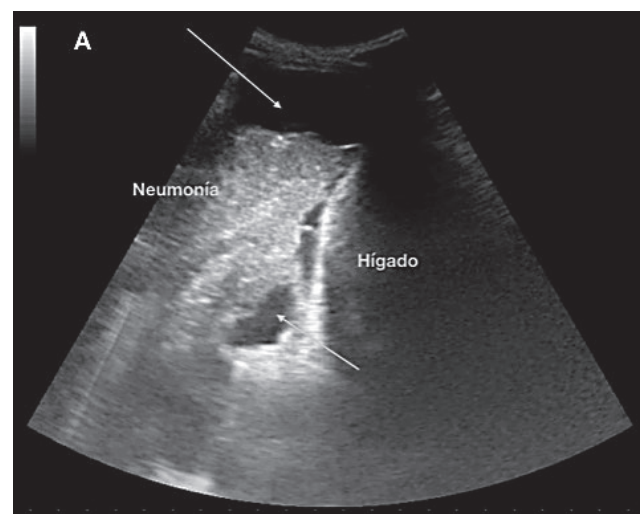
A) Ecografía pulmonar de paciente con neumonía y derrame pleural asociado (flechas). En la condensación neumónica se aprecia un pequeño punteado hiperecoico (blanco) que se corresponde con el broncograma aéreo B) Empiema. El derrame pleural está tabicado con múltiples septos en su interior.
